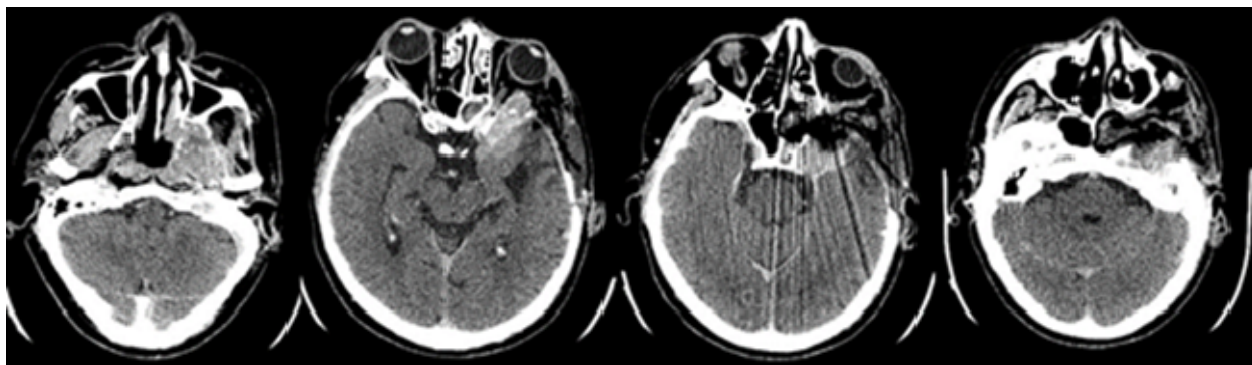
КТ головы с контрастом в первые сутки после операции
